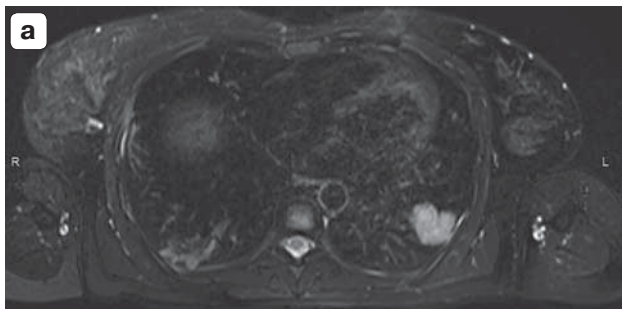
МРТ органов грудной клетки с КУ. а – аксиальная проекция T2 FatSat: субплеврально определяется образование в S_x левого легкого – гипоинтенсивное, многоузловое, с бугристыми контурами, с гиперфиксацией парамагнетика; б – аксиальная проекция T2 FatSat: в корне левого легкого между аортой и левым предсердием определяется лимфатический узел.
